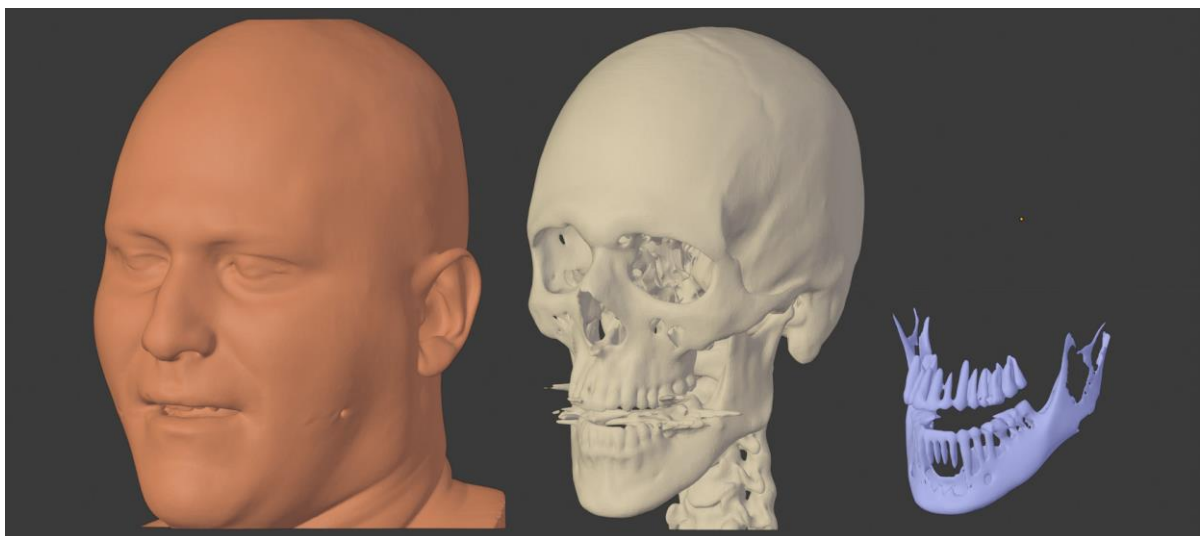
Malhas tridimensionais obtidas a partir da importação da tomografia
